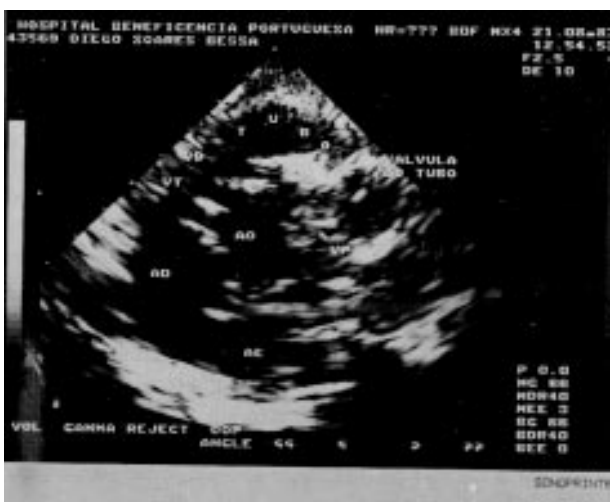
Ecocardiografia pós-operatória ¼ tubo valvulado entre o ventrículo direito e o tronco da artéria pulmonar. (caso n° 14).
